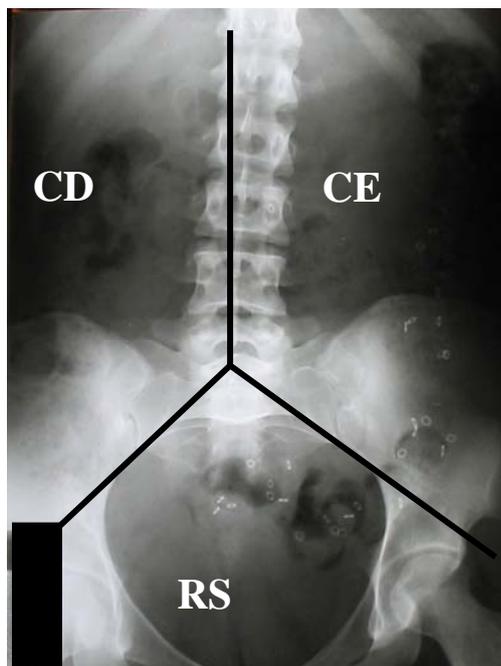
Radiografia abdominal mostrando as divisões em colo direito (CD), colo esquerdo (CE) e reto sigmóide (RS).
